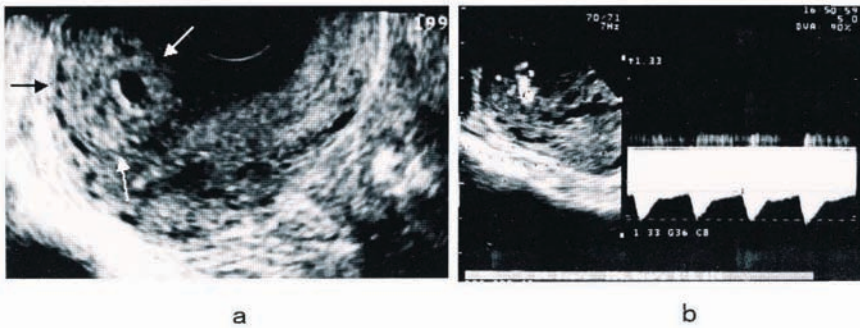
侵入奇胎の超音波断層法(a)とドプラ法(b)。子宮筋層内に echo free space を伴った腫瘍像(矢印)が描出され、echo free space 内に血流が検出されている。
